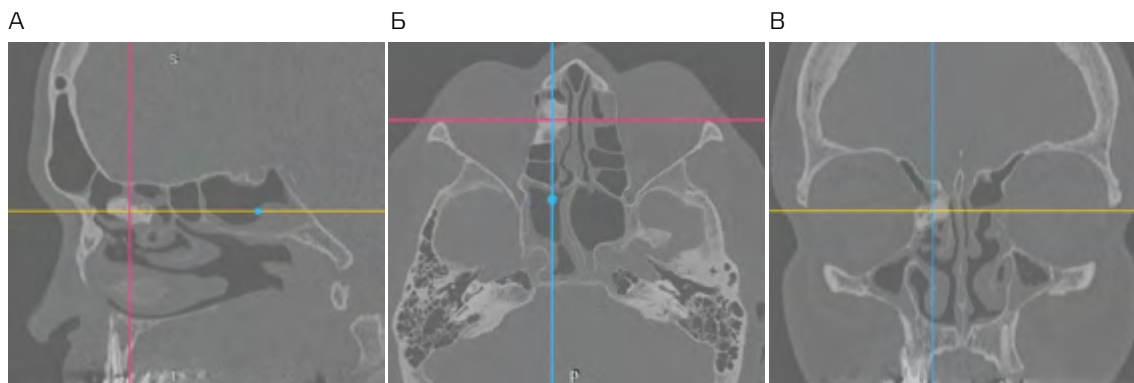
МСКТ лицевого скелета. Опухолевидное образование в передних отделах решетчатого лабиринта справа.
